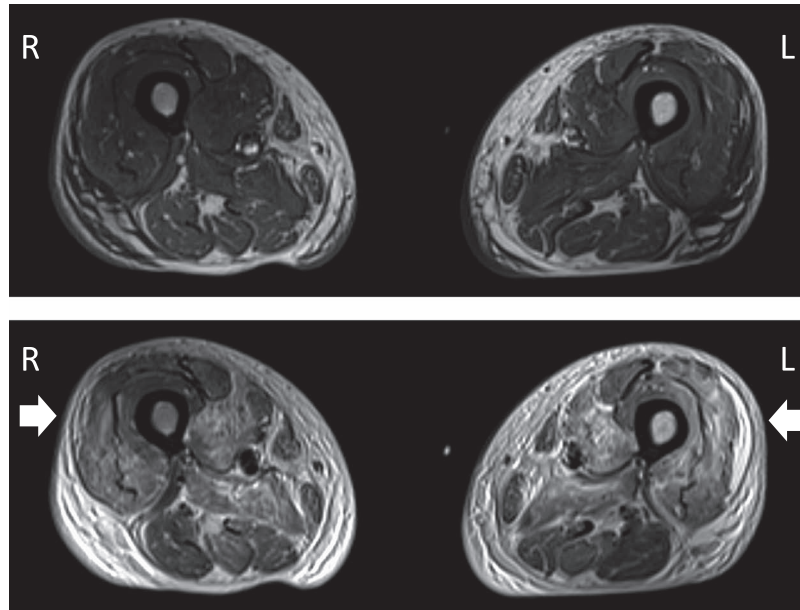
MRI of bilateral thighs.
